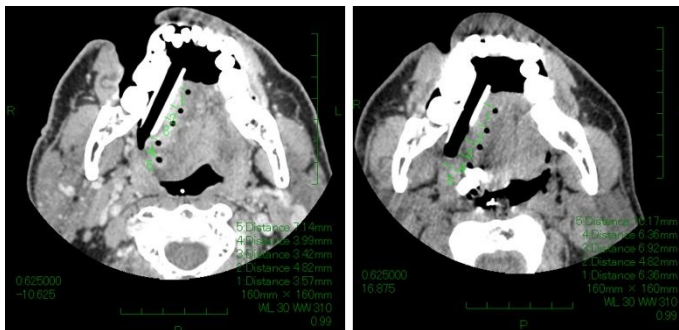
56歳男性、舌癌症例。初回治療時のCT画像(左図)と治療開始3日目のCT画像(右図)を歯や顎骨を中心に位置合わせした画像。
